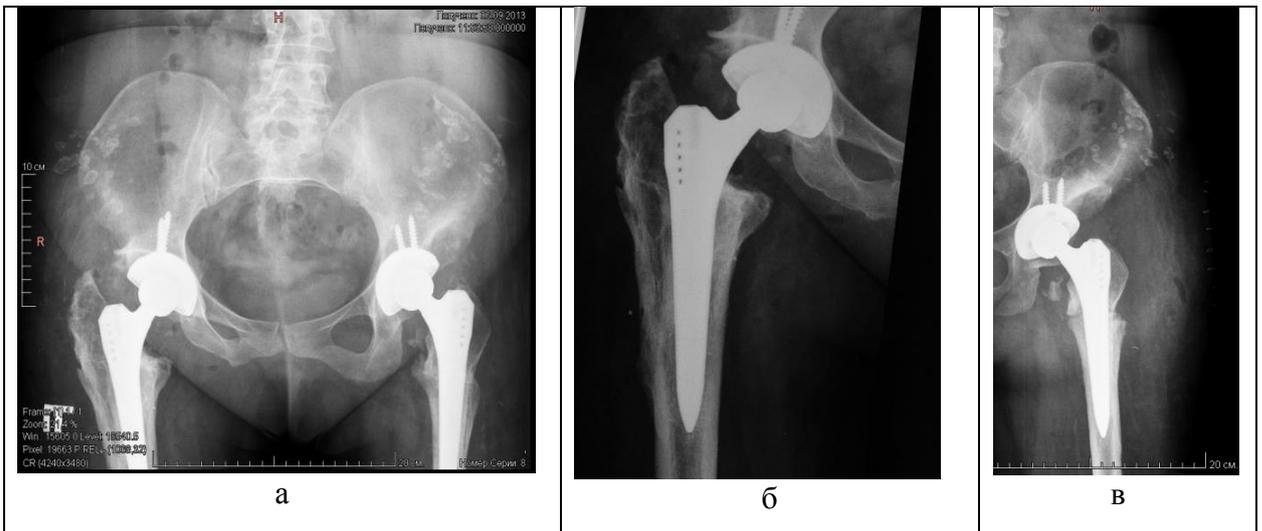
Рентгенограммы таза (а) и тазобедренных суставов больной (б), (в) Т., 54 года после эндопротезирования.
